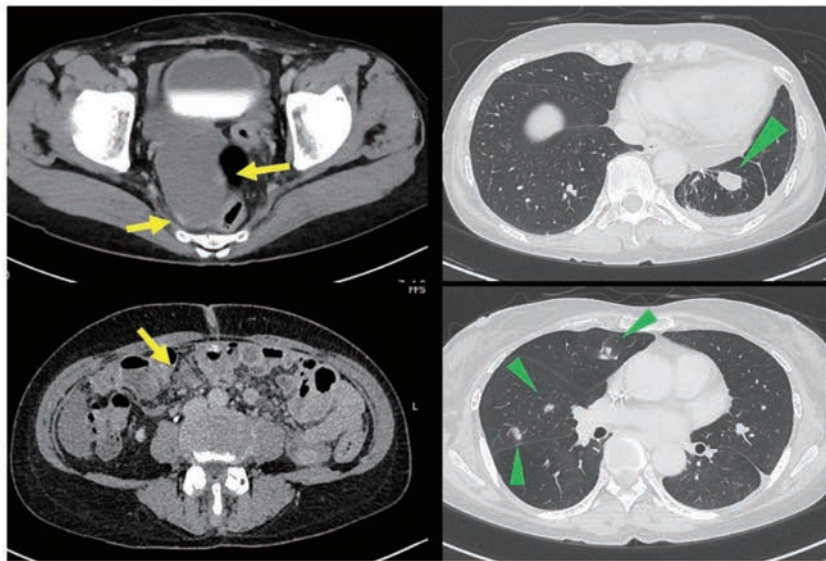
CT (Pembrolizumab投与後)
